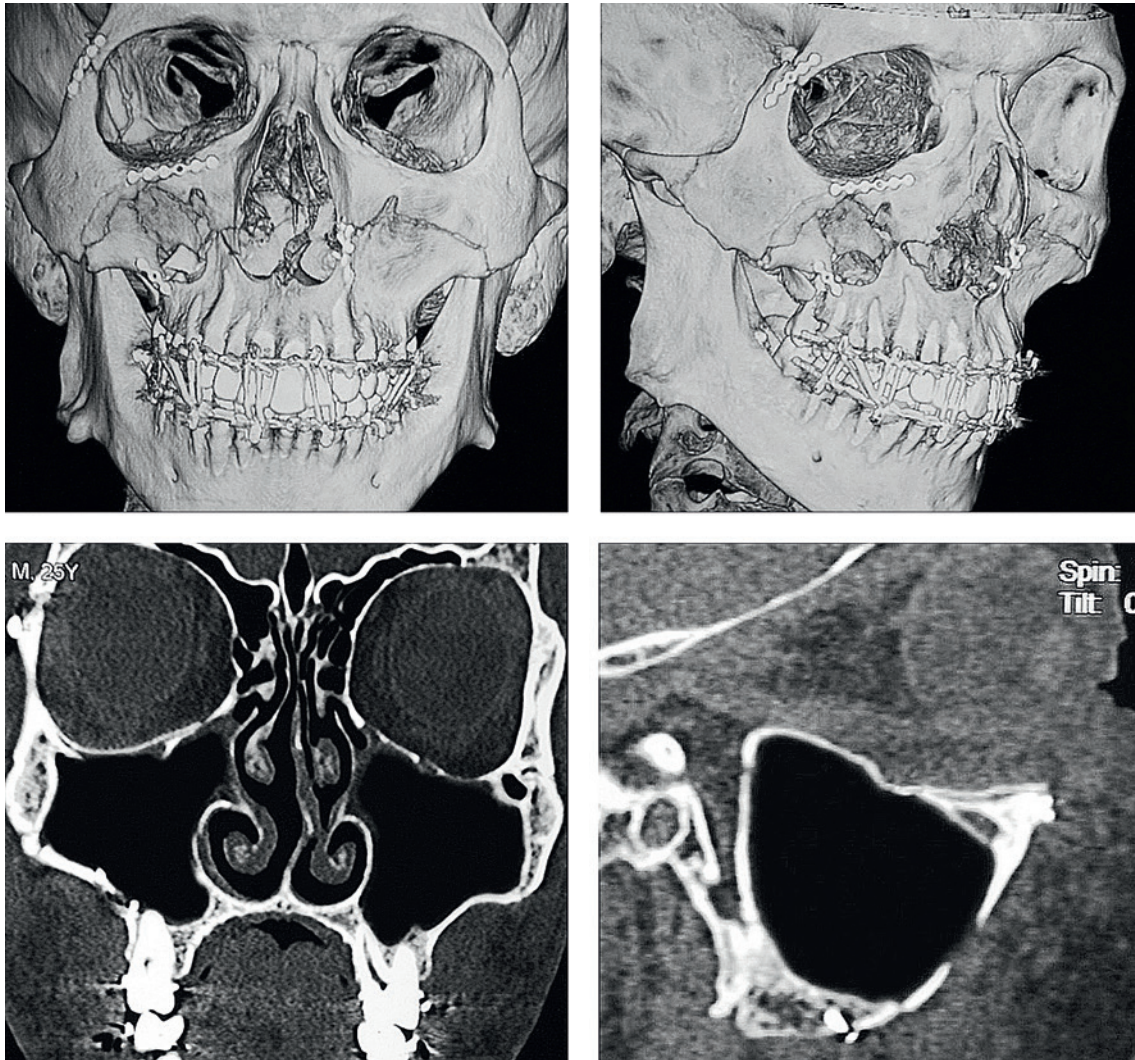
Послеоперационный рентгенологический контроль, пациент Н.
